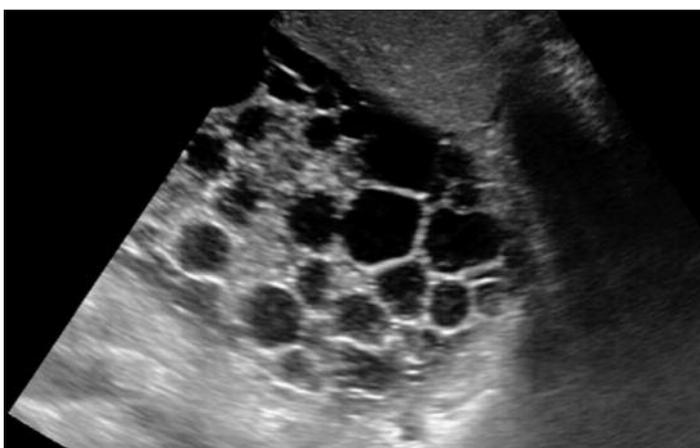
Sonografie einer ausgedehnten zystischen Echinokokkose in der Leber
